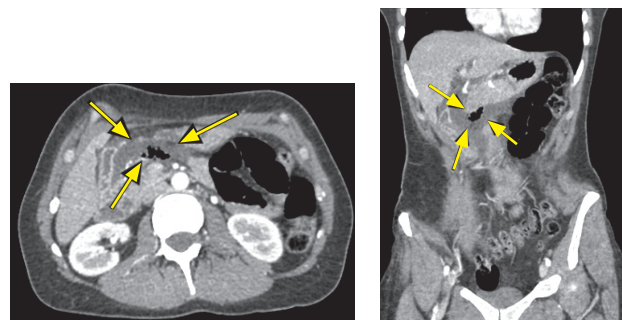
Компьютерная томография брюшной полости с внутривенным контрастом. Стрелками определены границы жидкостного скопления с включениями газа
